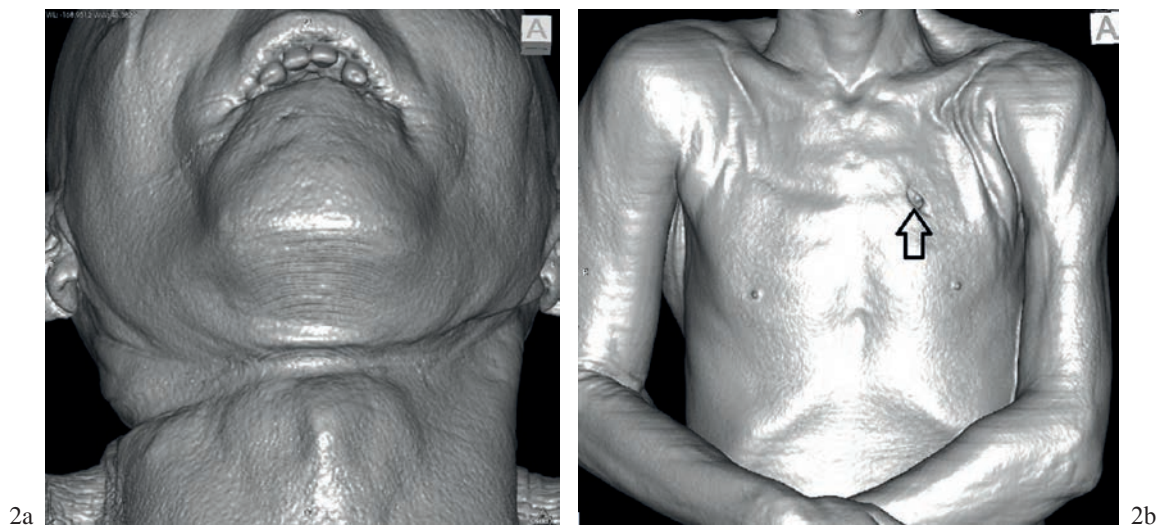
3D reconstruction of the surface of a body based on CT acquisition – slice thickness 1.5 mm. a) A ligature mark in a case of hanging; b) A stab wound of the chest (an arrow). Software: Osirix.
